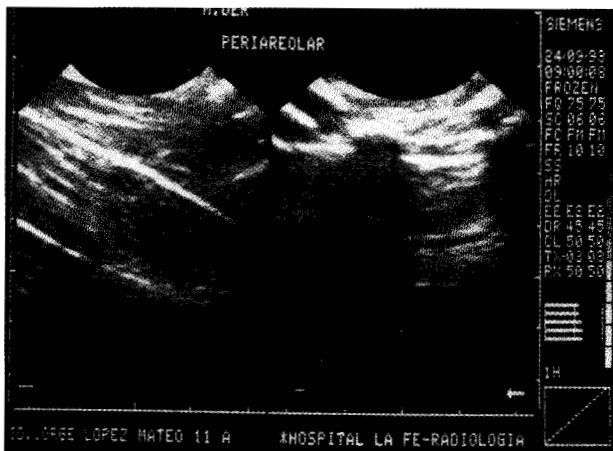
Ecografía. Nada destacable.
